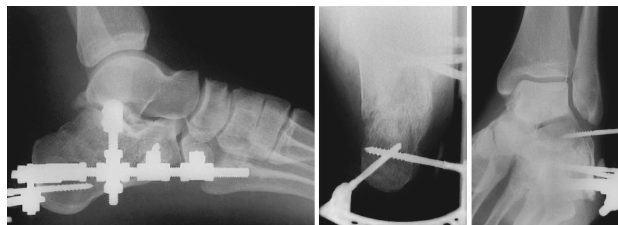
Фотовідбитки контрольних рентгенограм після операції
